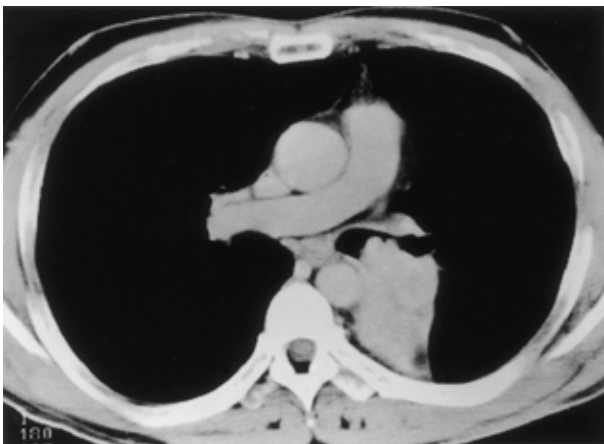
Chest CT scan shows a tumor shadow is in the left lower lobe. The left main bronchus is almost occluded by a polypoid tumor.
